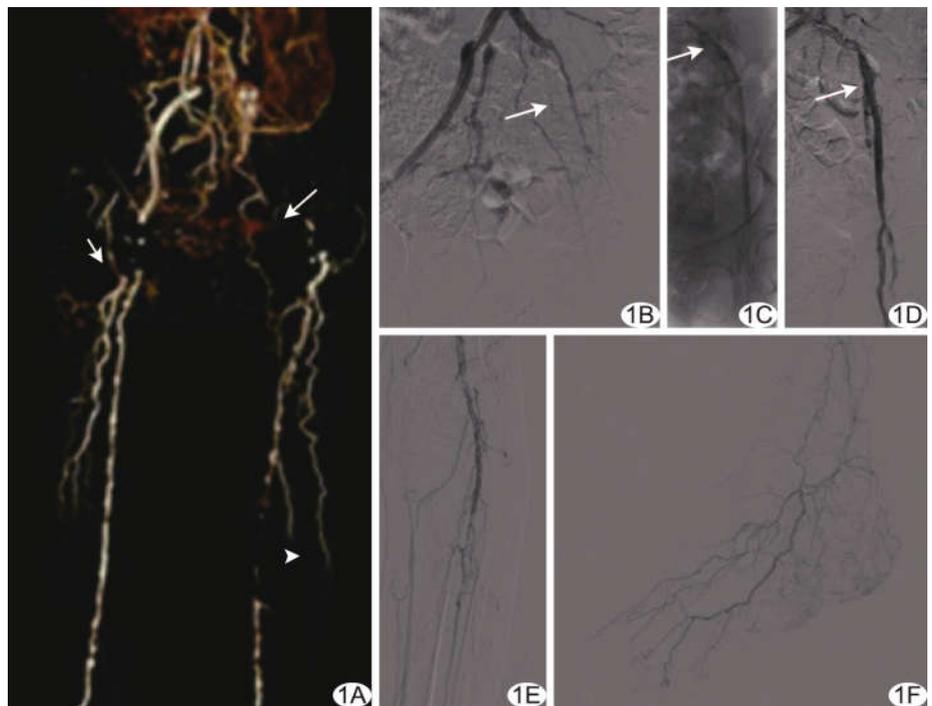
患者男,78 岁,右下肢 CLI,接受血管腔内介入治疗 A. 下肢血管 CTA 示右侧股动脉上段、腘动脉中度狭窄(短箭),右侧胫前、胫后动脉重度狭窄至闭塞;左侧髂外动脉-股动脉闭塞(箭),左侧腘动脉及腓动脉重度狭窄(箭头),左侧胫前动脉及胫后动脉重度狭窄至闭塞; B. DSA 示左侧髂动脉-股动脉长段闭塞(箭); C、D. 对闭塞左侧髂动脉-股动脉血管行球囊扩张(C,箭)并植入支架(D,箭)后,复查造影显示血管血流恢复; E. 行左侧腘动脉-胫前动脉开通并球囊扩张,术后造影见狭窄较前显著减轻,残余狭窄 < 30%,未见血管夹层形成; F. 术后足部血管造影显示血流恢复
